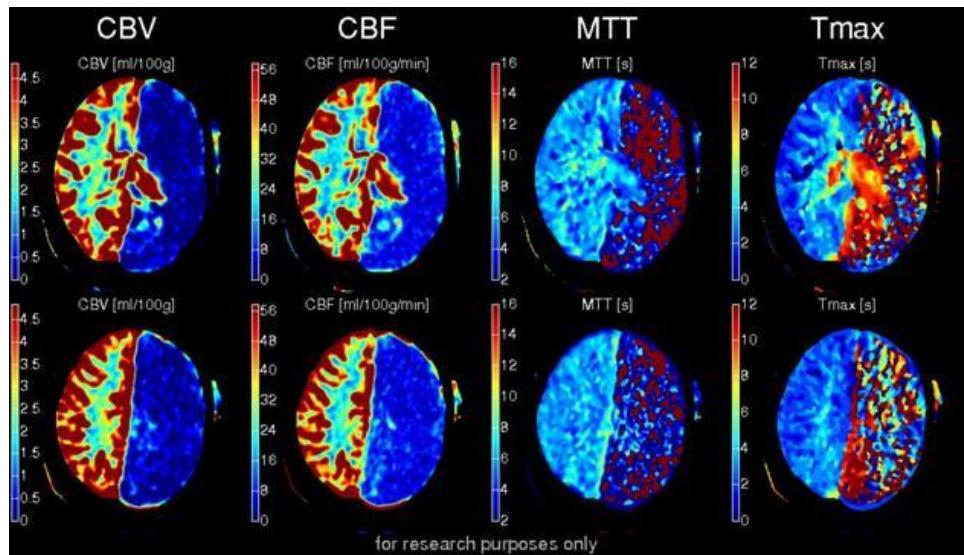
CTA vyšetření mozku – transverzální rovina
